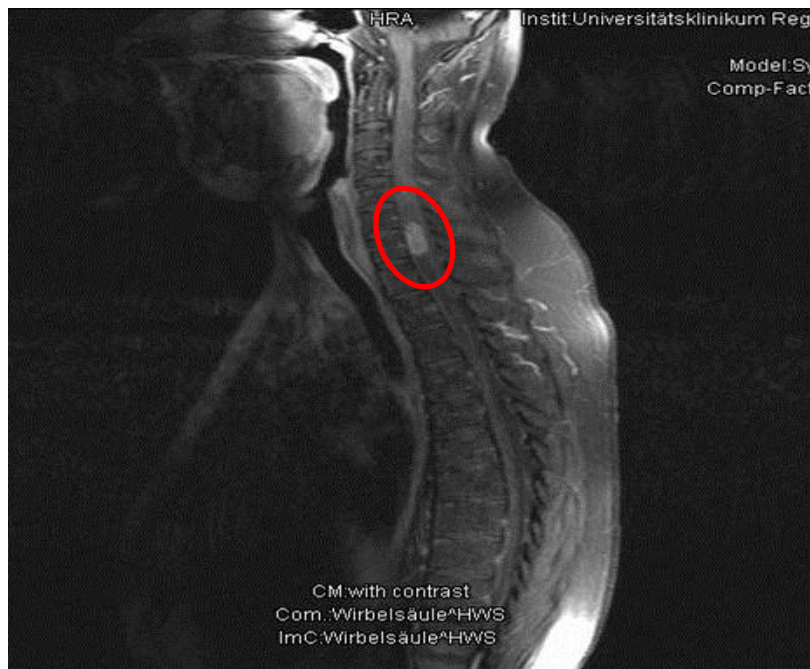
MRT mit Befund eines Ependymoms, präoperativer Zustand
